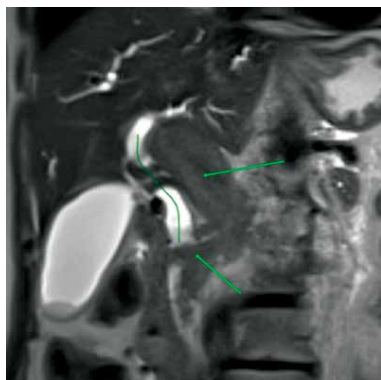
Магнитно-резонансная томография, T2-взвешенное фронтальное изображение. Стрелками указаны резко расширенные воротная вена и ее коллатерали со сдавлением общего желчного протока
